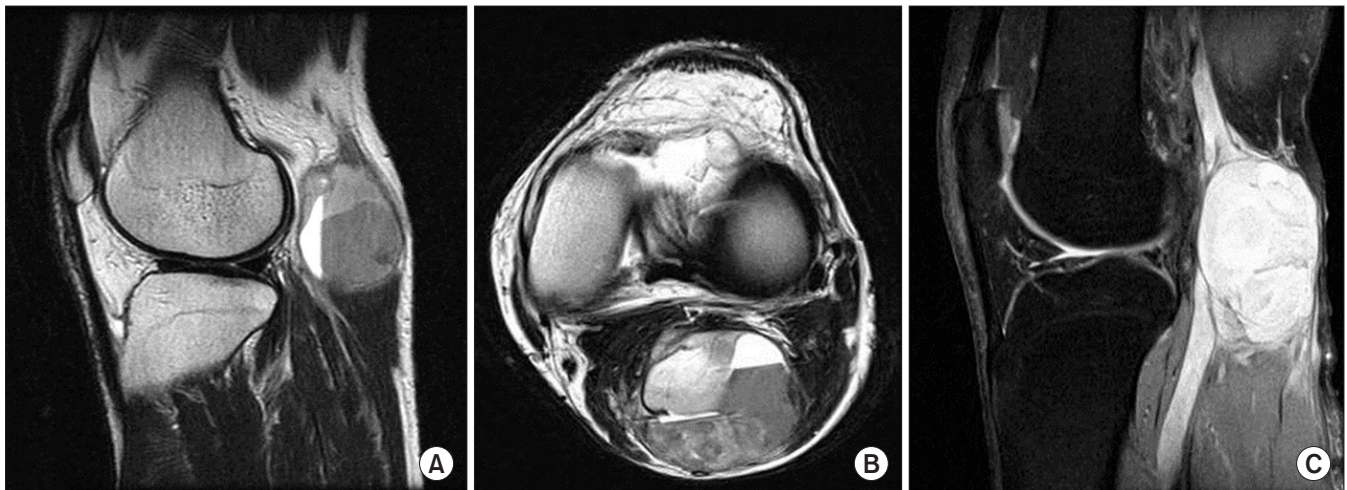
Synovial sarcoma can be confused with the popliteal cyst. T2 sagittal (A) and axial magnetic resonance images (B) show heterogeneous signal intensity with fluid-fluid level. (C) Synovial sarcoma has a contrast enhancement portion.
